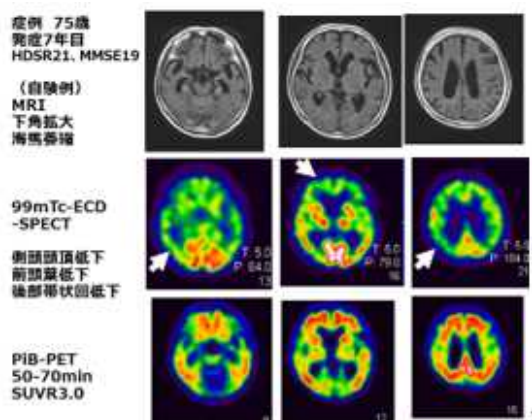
75 歳女性。典型的アルツハイマー型認知症。アミロイド PiB-PET 陽性。
